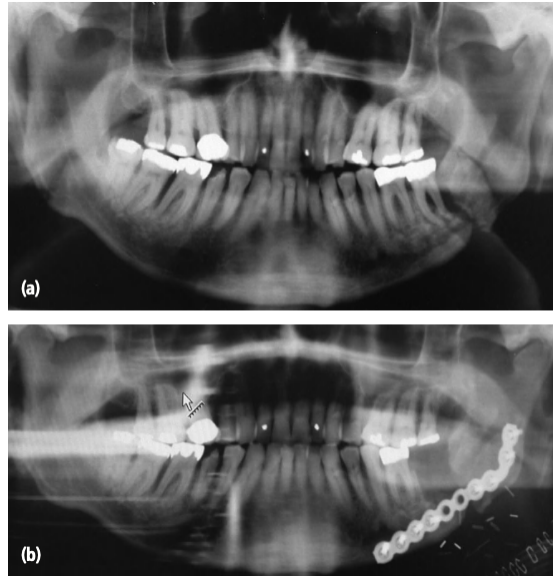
(a) Radiografía panorámica que muestra la fractura patológica por osteomielitis tras la extracción de un tercer molar. (b) Radiografía panorámica tras reducción abierta y fijación de fractura patológica por osteomielitis tras extracción de tercer molar.<sup>2</sup>
